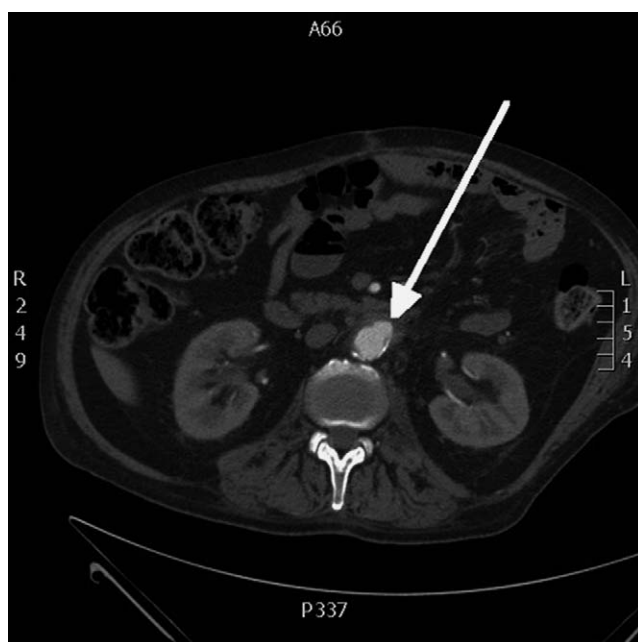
TDM abdominal avec injection de produit de contraste, temps artériel. Saillie aortique dans le duodénum
